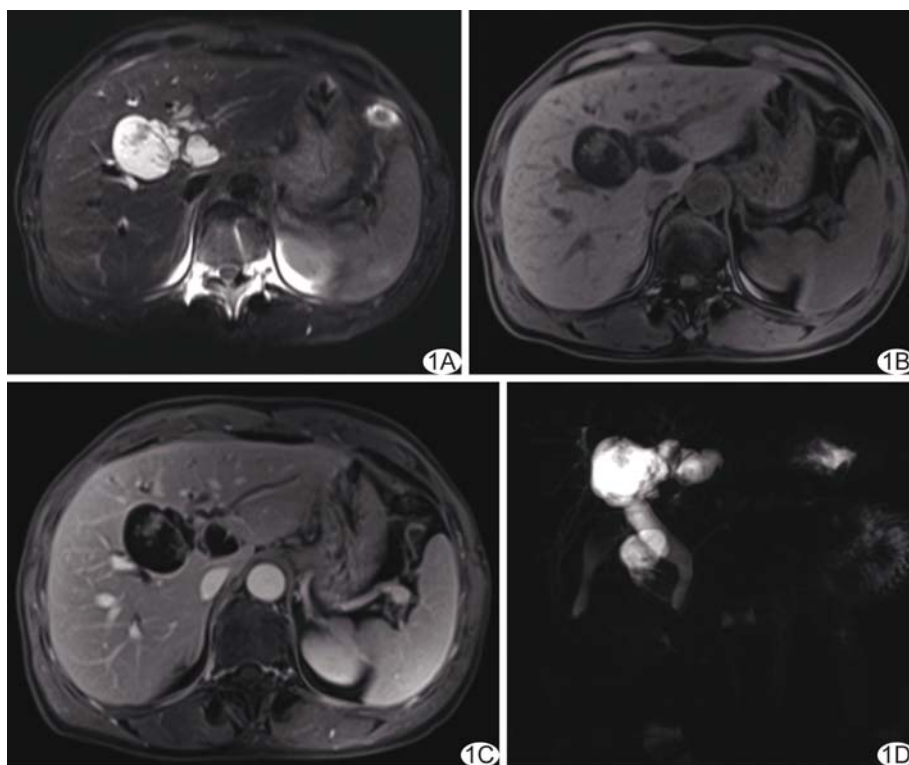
患者女, 57 岁, IPNB 伴部分癌变 A、B. 轴位 T1WI(A)、T2WI(B) 示肝左叶囊性占位伴多发附壁软组织结节, 呈菜花状; C. 增强 MRI 示壁结节明显强化, 远端胆管扩张; D. MRCP 示病灶与扩张的胆管相通, 上下游胆管均扩张, 胆总管扩张
